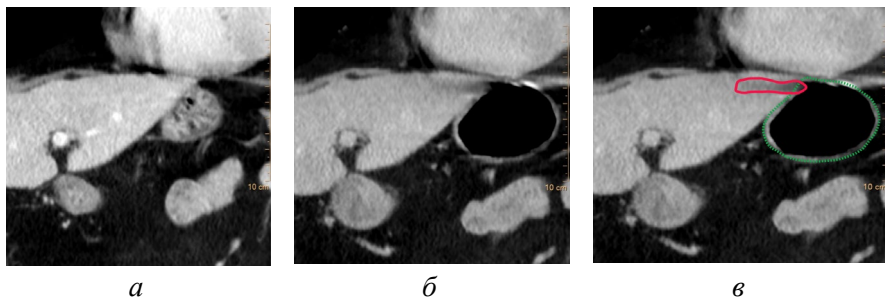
КТ желудка. Пример артефактов от газа в желудке на левой доле печени (красная линия). Так как раздувание выполнено в отсроченную фазу, диагностически важная для печени портальная фаза этих артефактов не содержит: а – до раздувания, б – после раздувания, в – после раздувания, аннотированное изображение [оригинальный рисунок].
